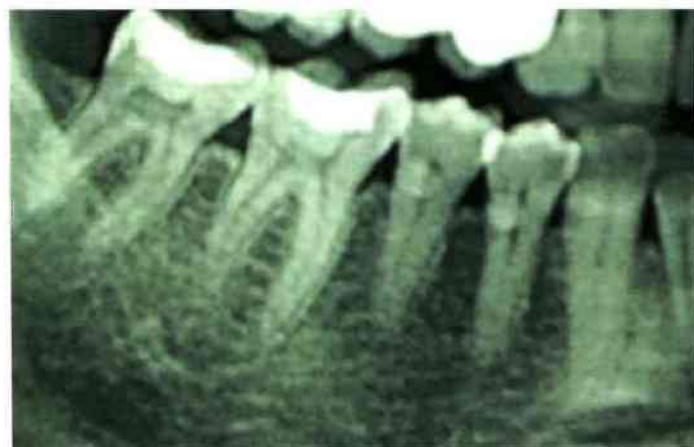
Рентгенограмма при хроническом генерализованном катаральном гингивите: на вершинах межальвеолярных перегородок отчетливо видны замыкательные кортикальные пластинки
